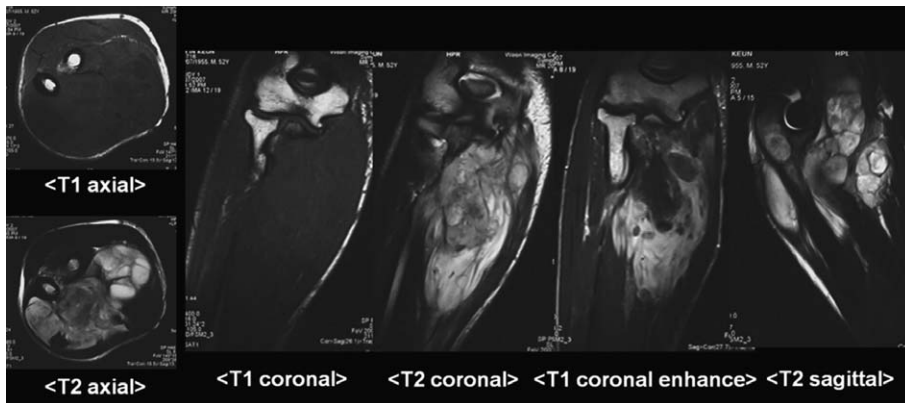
MRI shows bony destruction and 16×5 cm sized multiseptated soft tissue mass in olecranon and proximal ulna from medial epicondyle and trochlear level to right proximal ulna. It shows heterogeneously high signal intensities on T2WIs, intermediate signal intensities (slightly higher signal to those of muscles) on T1WIs, and heterogeneous enhancements (mainly mild enhancements in nodular lesions and peripherally strong enhancements).
